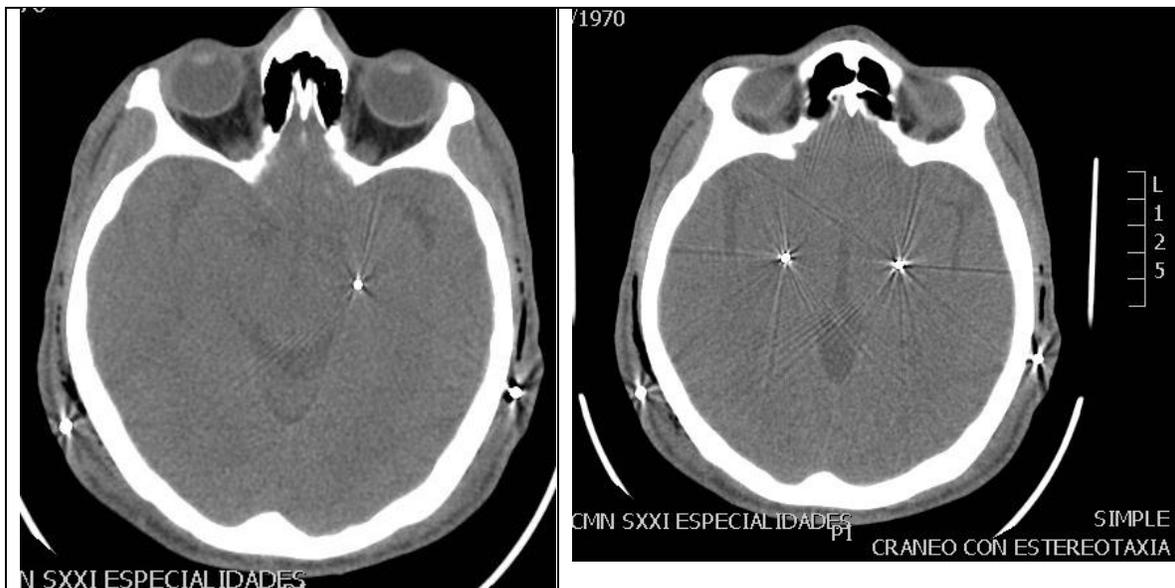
Tomografías en cortes axiales donde se observan ambos electrodos en el GPi. La punta del electrodo izquierdo se localiza aproximadamente 3 mm inferior al derecho.
